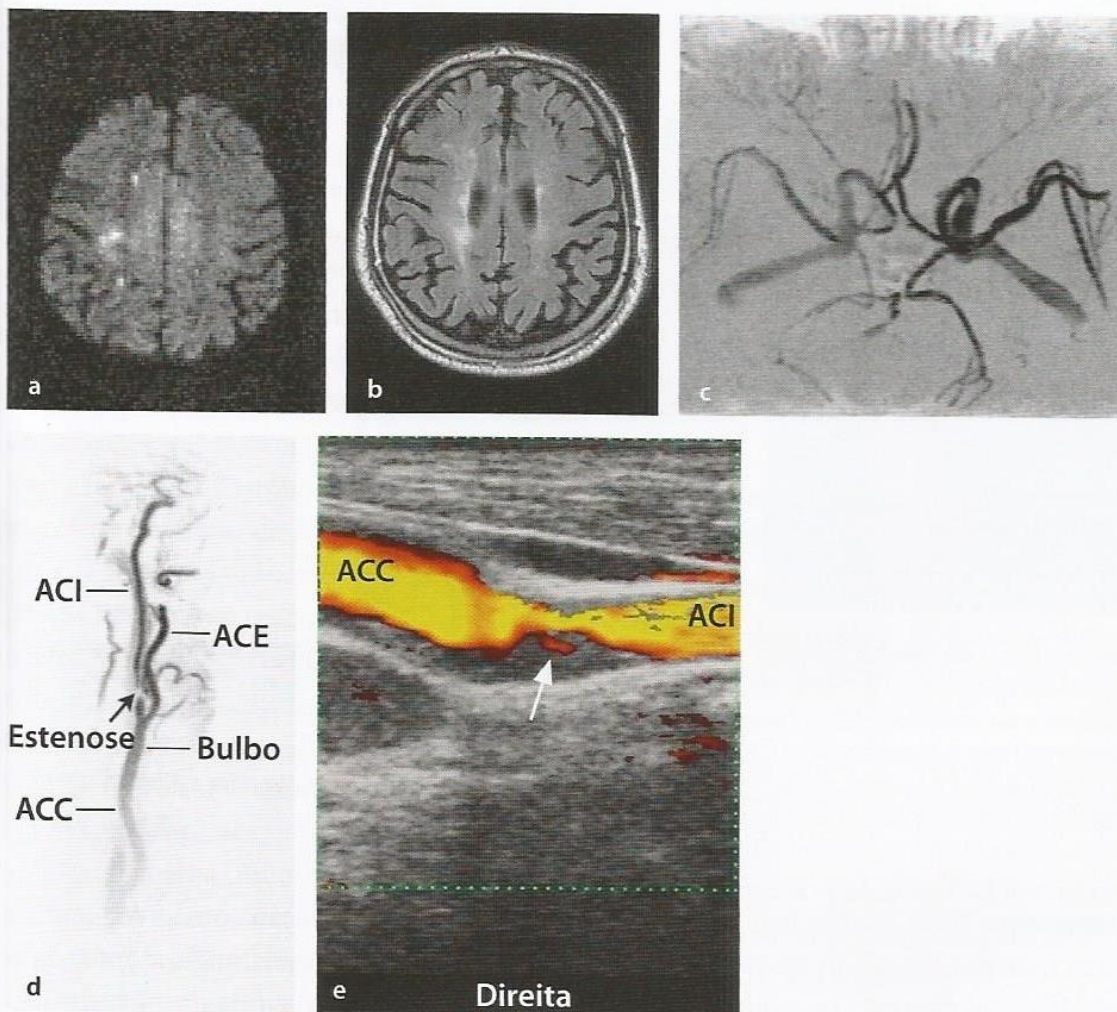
Infarto hemodinâmico atribuído a uma estenose grave da artéria carótida interna direita. c. Angiorressonância magnética (ARM) das artérias da base do crânio. Na imagem sensível ao fluxo, a artéria carótida interna direita aparece menos claramente que sua correspondente do lado esquerdo. Essa observação sugere a existência de uma estenose hemodinamicamente significativa em localização proximal à área com fluxo reduzido. d. Angiorressonância magnética (ARM) contrastada. e. Ecodoppler colorido
